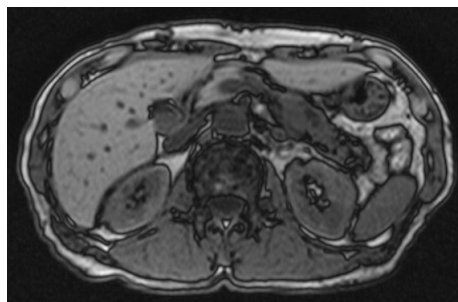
Abdomen MRI (2011.08.29.).
